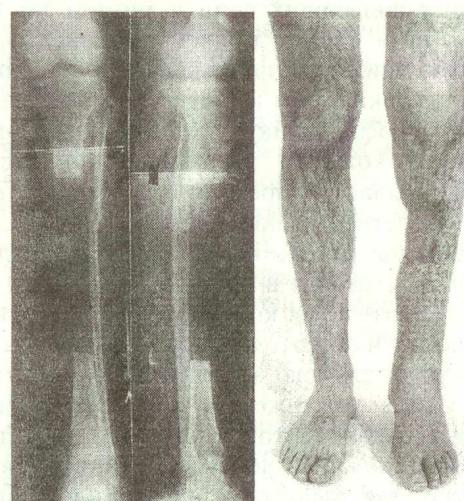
Рентгенограммы и локальный статус больного М. до лечения.
